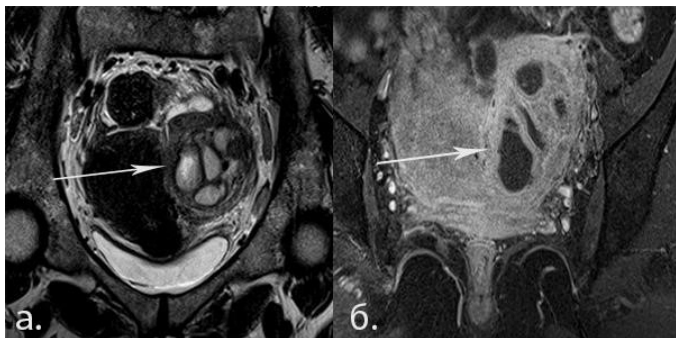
(а, б): МРТ пациентки с тубовариальным абсцессом слева. На T2(а) и T1(б) взвешенных изображениях - многокамерное образование с гетерогенным высокобелковым содержимым, гипervasкулярной толстостенной капсулой и перегородками.
